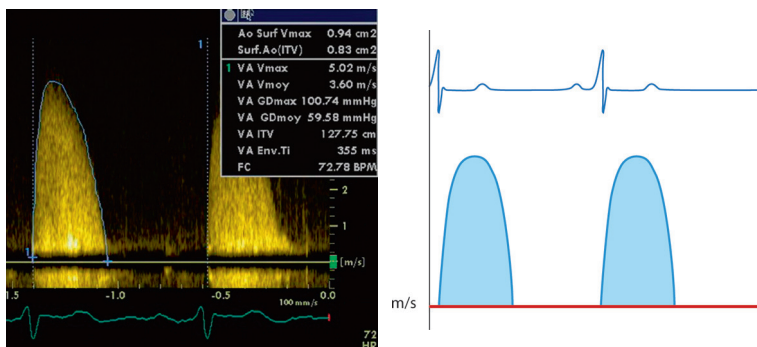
ETT, Doppler continu. Exemple d'un enregistrement en Pedoff en parasternale droite.
